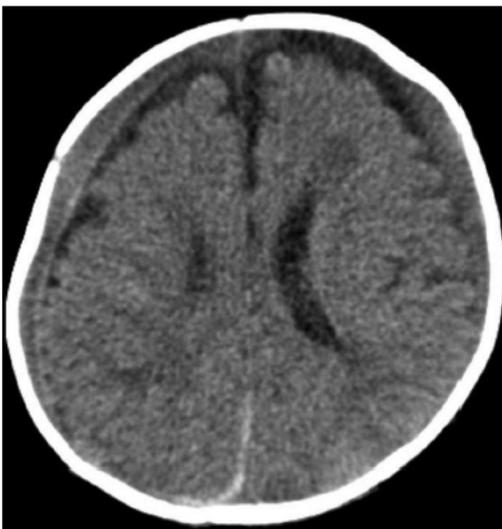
TAC de cráneo con hemorragias subdurales agudas y en resolución. Tomado de Pomeranz E (2018) Child Abuse and Conditions That Mimic It
